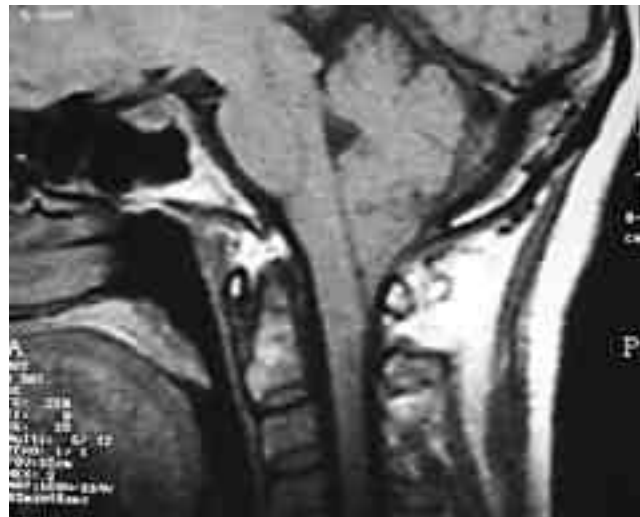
RM que muestra desplazamiento caudal de las amígdalas cerebelosas
